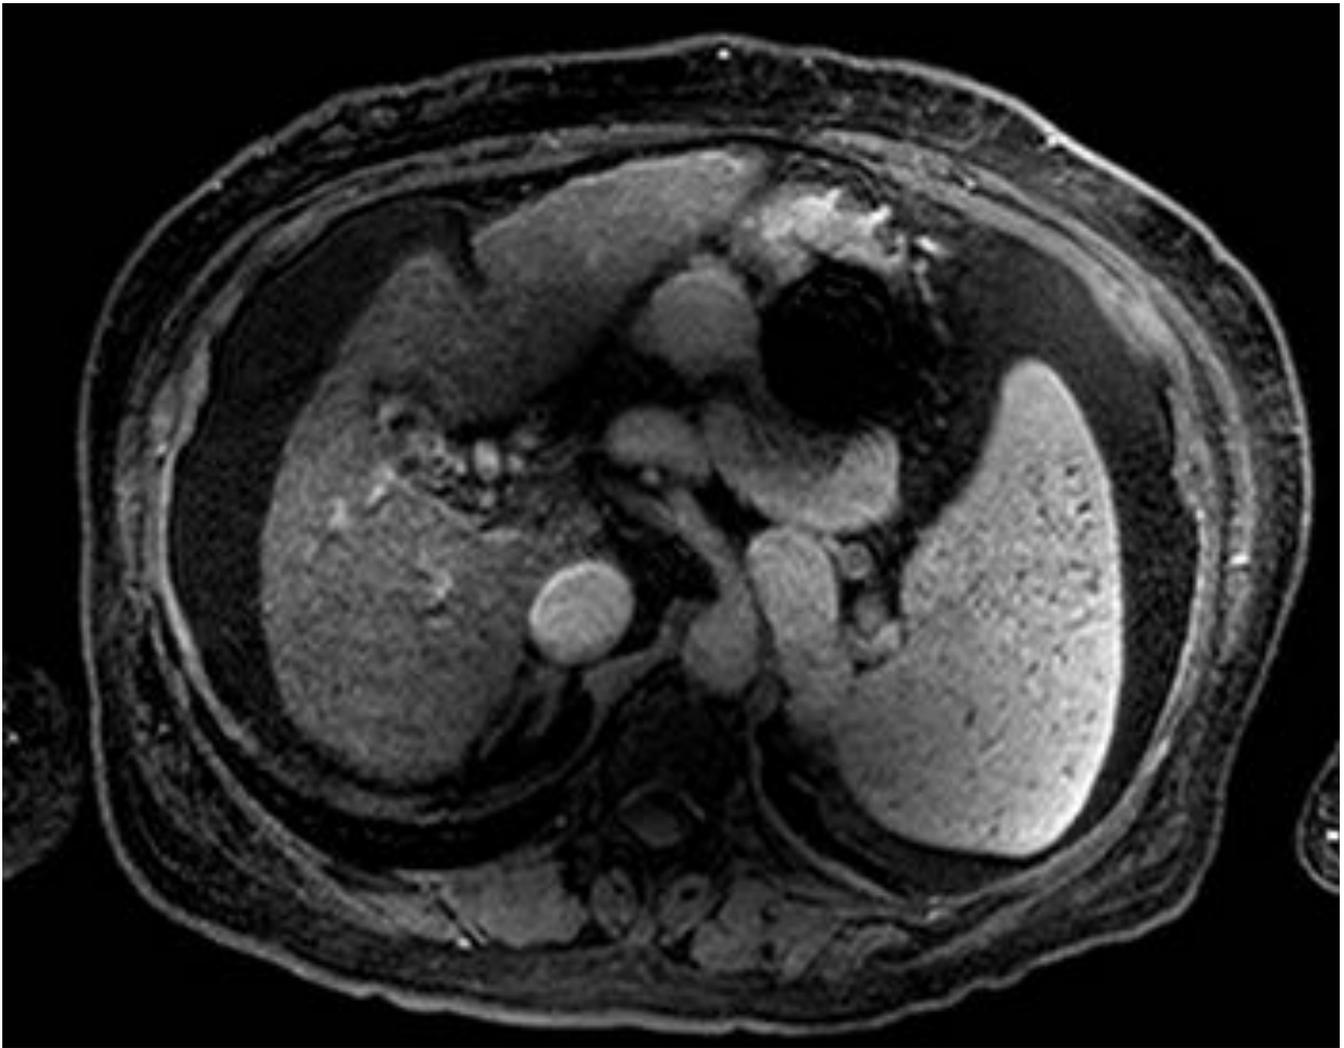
Paciente con cirrosis y cavernomatosis portal. RM de control. Imágenes de RM con contraste en fase portal. En el hilio hepático destacan múltiples vasos que sustituyen la porta en relación con cavernomatosis. Destaca gran circulación colateral con varices fúndicas muy voluminosas y gran ascitis en relación con descompensación.
